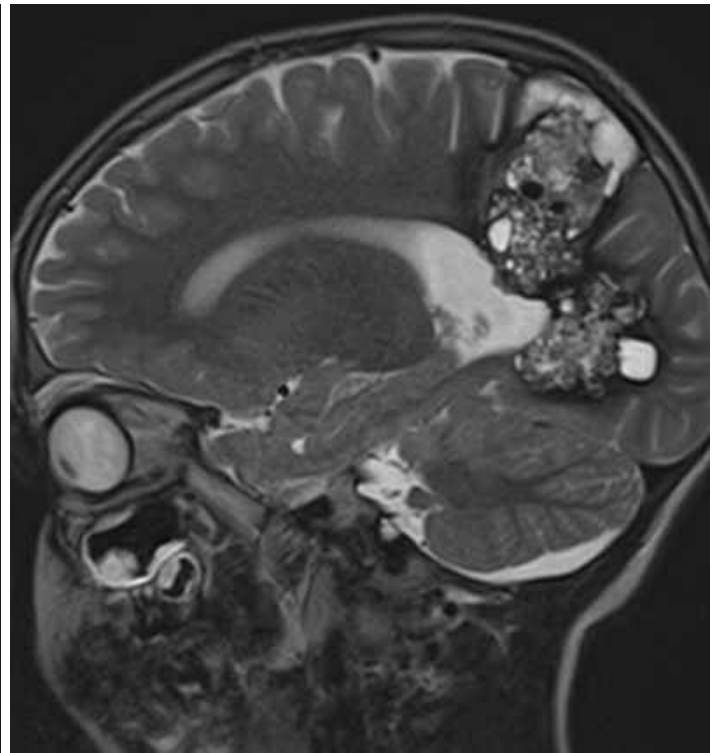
МРТ головного мозку. Дві каверноми великих розмірів в тім'яно-потиличній ділянці (спостереження №45, хворий С-к, історія хвороби №165).
